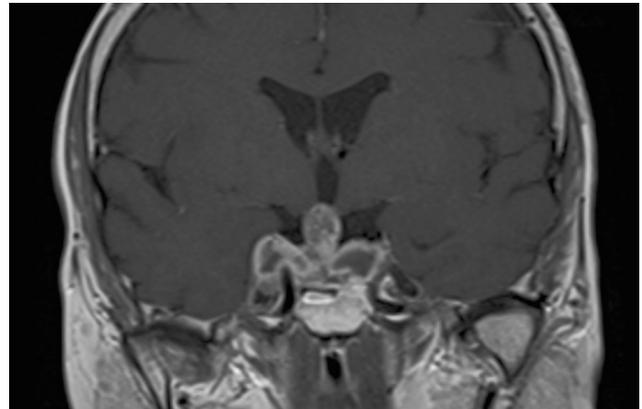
Scansione RM coronale T1-pesata post 6 mesi dal 2° intervento NCH
